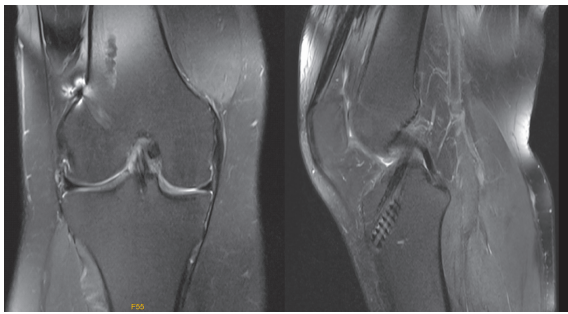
观察组术后 12 个月复查 MRI 冠状位及矢状位片
